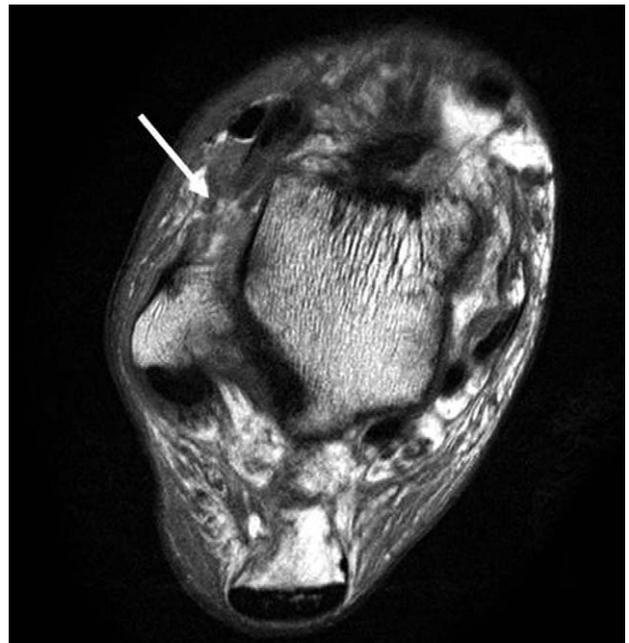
Magnetic resonance image shows total rupture of anterior talo-fibular ligament. (arrow)
